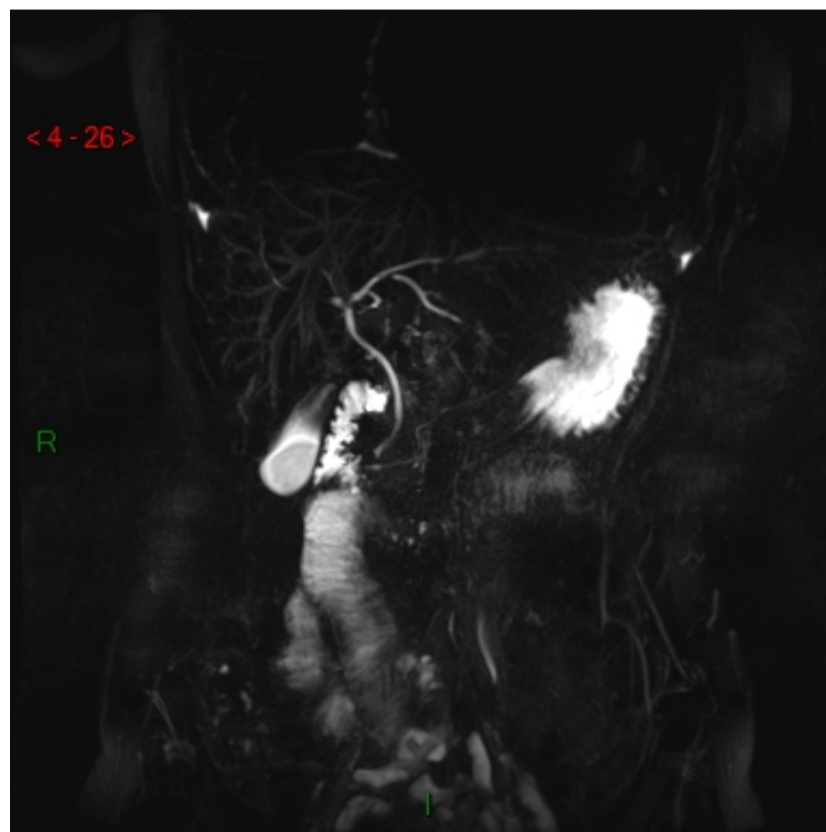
Coupe Coronale Bili-IRM 3D montrant les canaux biliaires.
